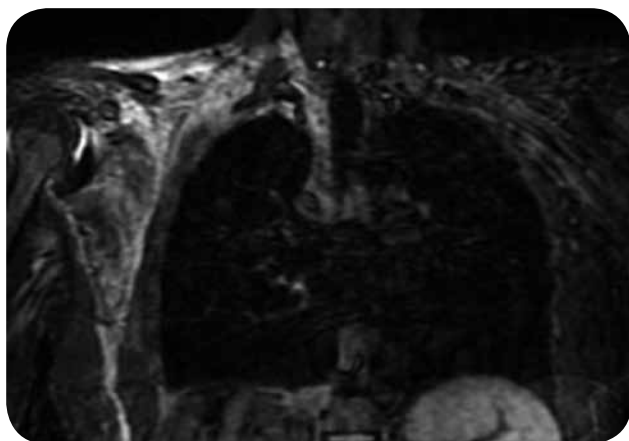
RM, secuencia axial STIR. Se aprecia área de alta señal en la región supraclavicular derecha y alrededor del plexo braquial por cambios de edema en paciente con antecedente traumático reciente, con lesión de los nervios del plexo braquial.
